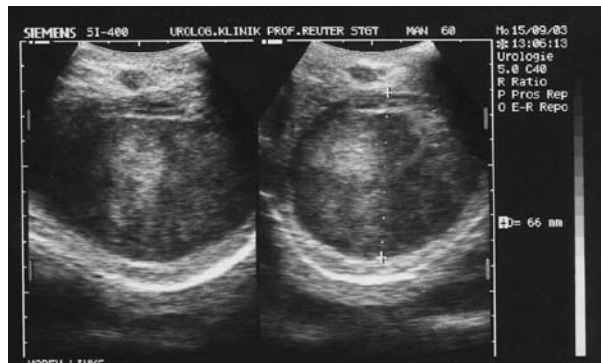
Sonografía testículo izquierdo
